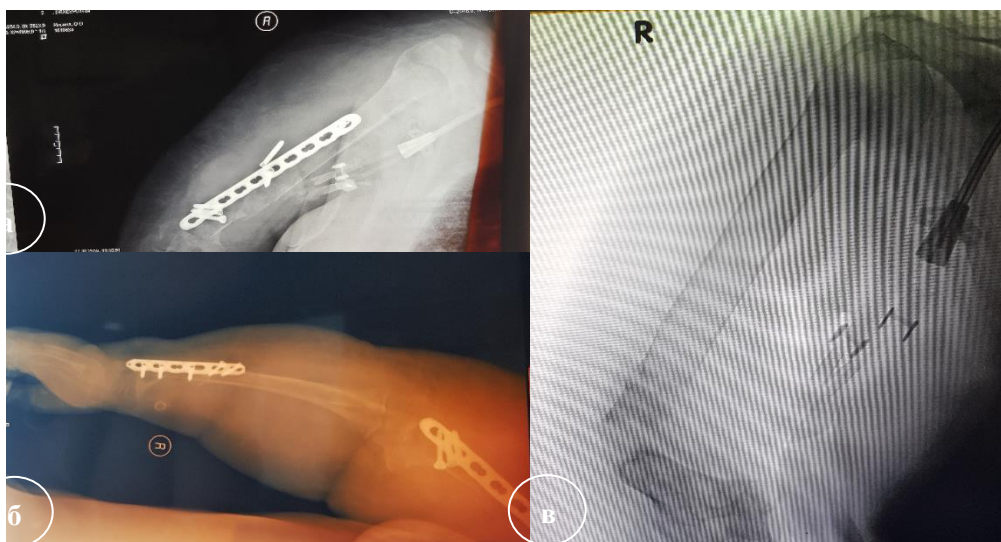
Рентгенограммы в течение послеоперационного периода:
